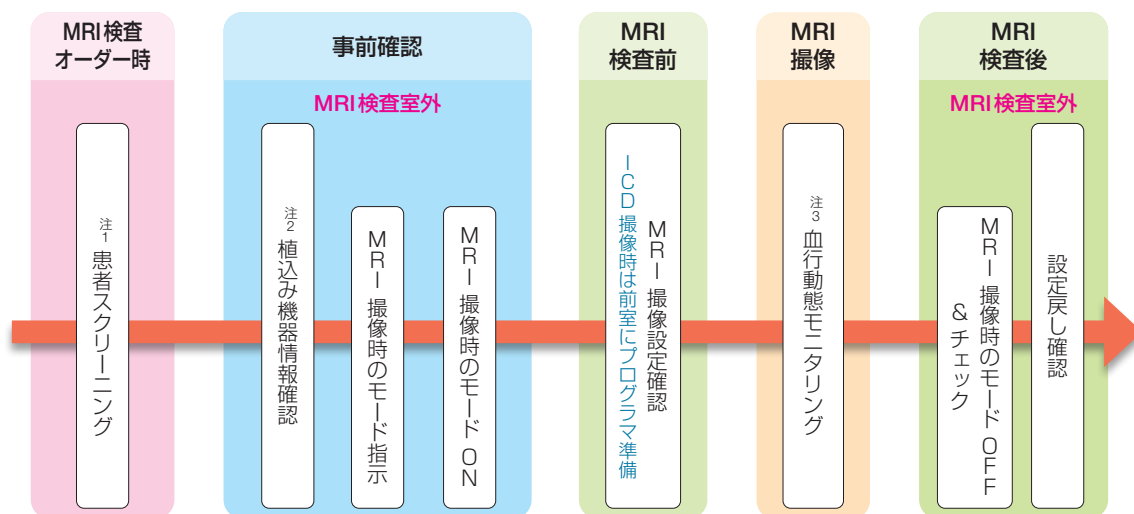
条件付きMRI対応植込みデバイス患者のMRI検査のフロー
